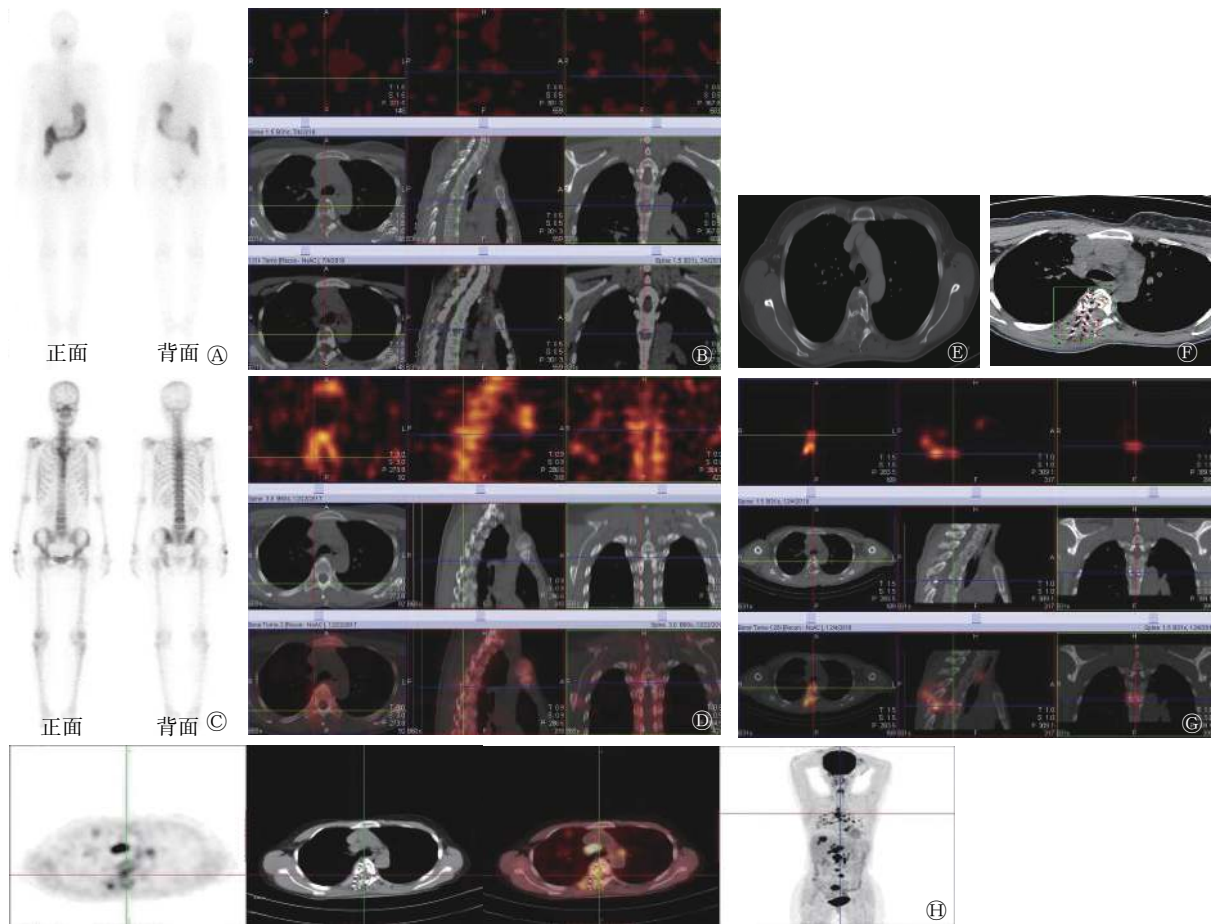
甲状腺髓样癌-乳头状癌骨转移患者(女性,53岁)的影像学检查图 A为2017年12月¹³¹I SPECT/CT全身显像图,颈前甲状腺区未见摄碘灶;B为2017年12月¹³¹I SPECT/CT断层融合显像图(从左到右依次为横断面、矢状面、冠状面;从上到下依次为SPECT、CT、SPECT/CT断层融合显像图),结合同机CT融合图,示T5椎体未见摄碘灶;C为2018年6月29日术前^{99m}Tc^m-MDP SPECT/CT全身骨显像图,示T5椎体异常放射性浓聚,考虑为骨转移;D为2018年6月29日术前^{99m}Tc^m-MDP SPECT/CT断层融合显像图(从左到右依次为横断面、矢状面、冠状面,从上到下依次为SPECT、CT、SPECT/CT断层融合显像图),示T5椎体异常放射性浓聚,结合同机CT融合图可见骨质破坏,考虑为骨转移;E为2018年12月术前胸部CT图(骨窗),示T5椎体及附件骨质破坏,肿瘤侵犯椎管并压迫脊髓;F为2018年12月(手术当天)胸部CT图(软组织窗),粒子植入后,用TPS验证粒子分布的位置;G为2018年12月(手术当天)¹²⁵I SPECT/CT断层融合显像图(从左到右依次为横断面、矢状面、冠状面;从上到下依次为SPECT、CT、SPECT/CT断层融合显像图),示T5椎体及周围病灶软组织局部放射性稀疏,考虑为粒子分布不均匀所致该部位可能处方剂量不足;H为2019年9月¹⁸F-FDG PET/CT显像图(从左到右依次为PET局部显像、CT软组织窗、PET/CT融合显像、PET全身显像),示T5椎体局部骨质破坏、糖代谢轻度异常增高,病灶边界欠清晰,病灶内可见短棒状高密度影,SUV_{max}=2.2。MDP为亚甲基二膦酸盐;SPECT为单光子发射计算机断层摄影术;CT为计算机断层摄影术;FDG为氟脱氧葡萄糖;PET为正电子发射断层摄影术;T5为第5胸椎;TPS为治疗计划系统
